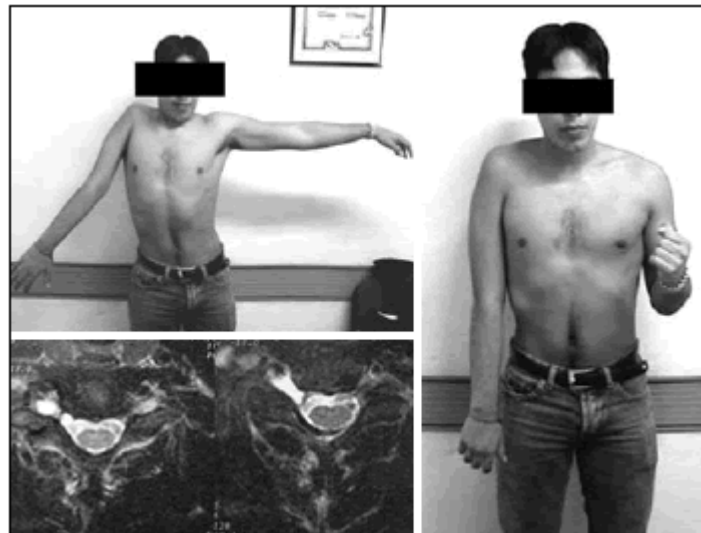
Paciente de 20 años con parálisis de plexo braquial C5-C6. Presenta déficit de la flexión del codo, la abducción y la rotación externa del hombro. En la resonancia magnética se observan los mielomeningoceles a nivel C5-C6.
